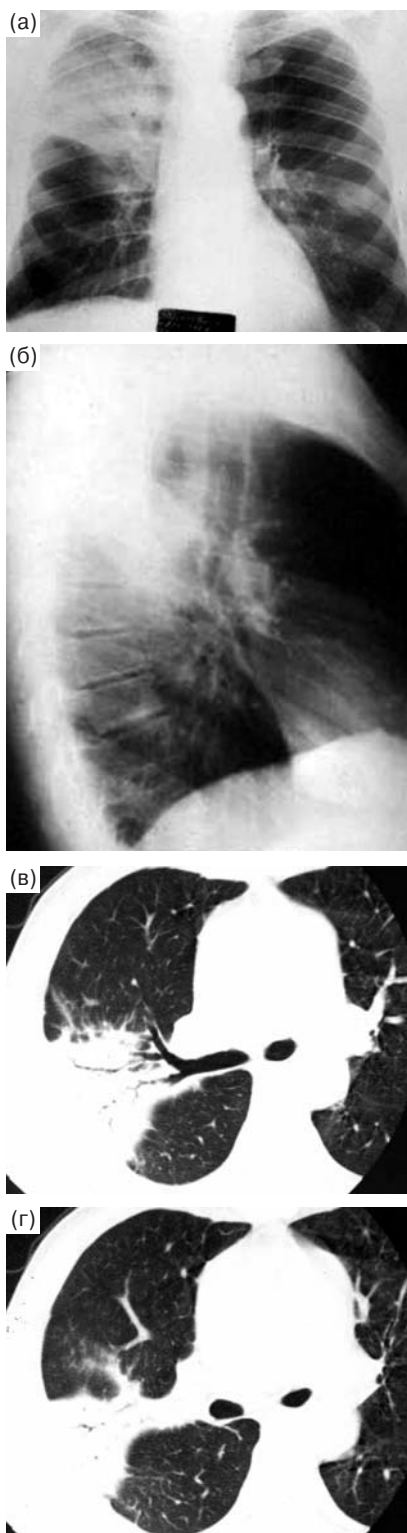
Правосторонняя верхнедолевая пневмония. Рентгенограммы в прямой (а) и правой боковой (б) проекциях, КТ правого легкого на уровне правого верхнедолевого (в) и промежуточного (г) бронхов. Плевропневмония: однородная структура инфильтрации, симптом воздушной бронхографии, вогнутые контуры междолевой плевры.
